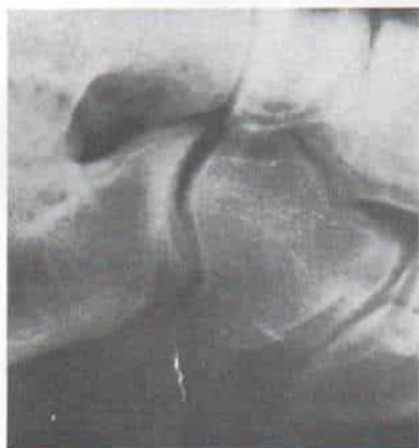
Radiografía oblicua del pie que señala os calcaneus secundario en el espacio entre el calcáneo y el escafoides.
